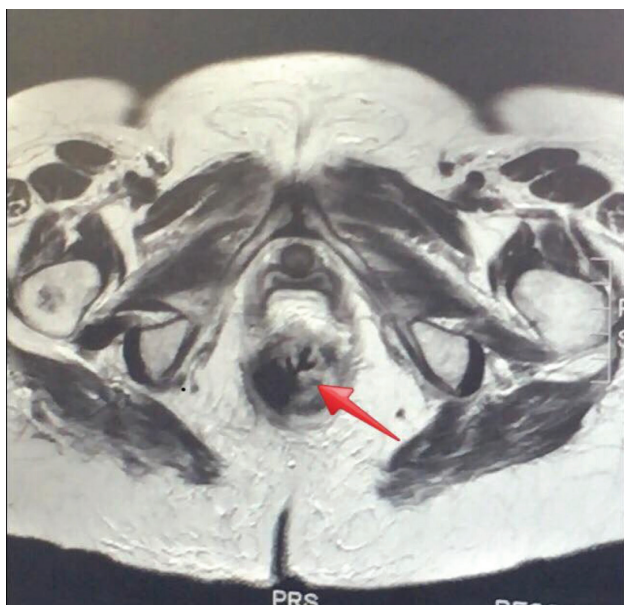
RESSONÂNCIA MAGNÉTICA DE Pelve – seta apontando lesão de contornos irregulares, compatível com neoplasia primária de reto conforme colonoscopia prévia.
